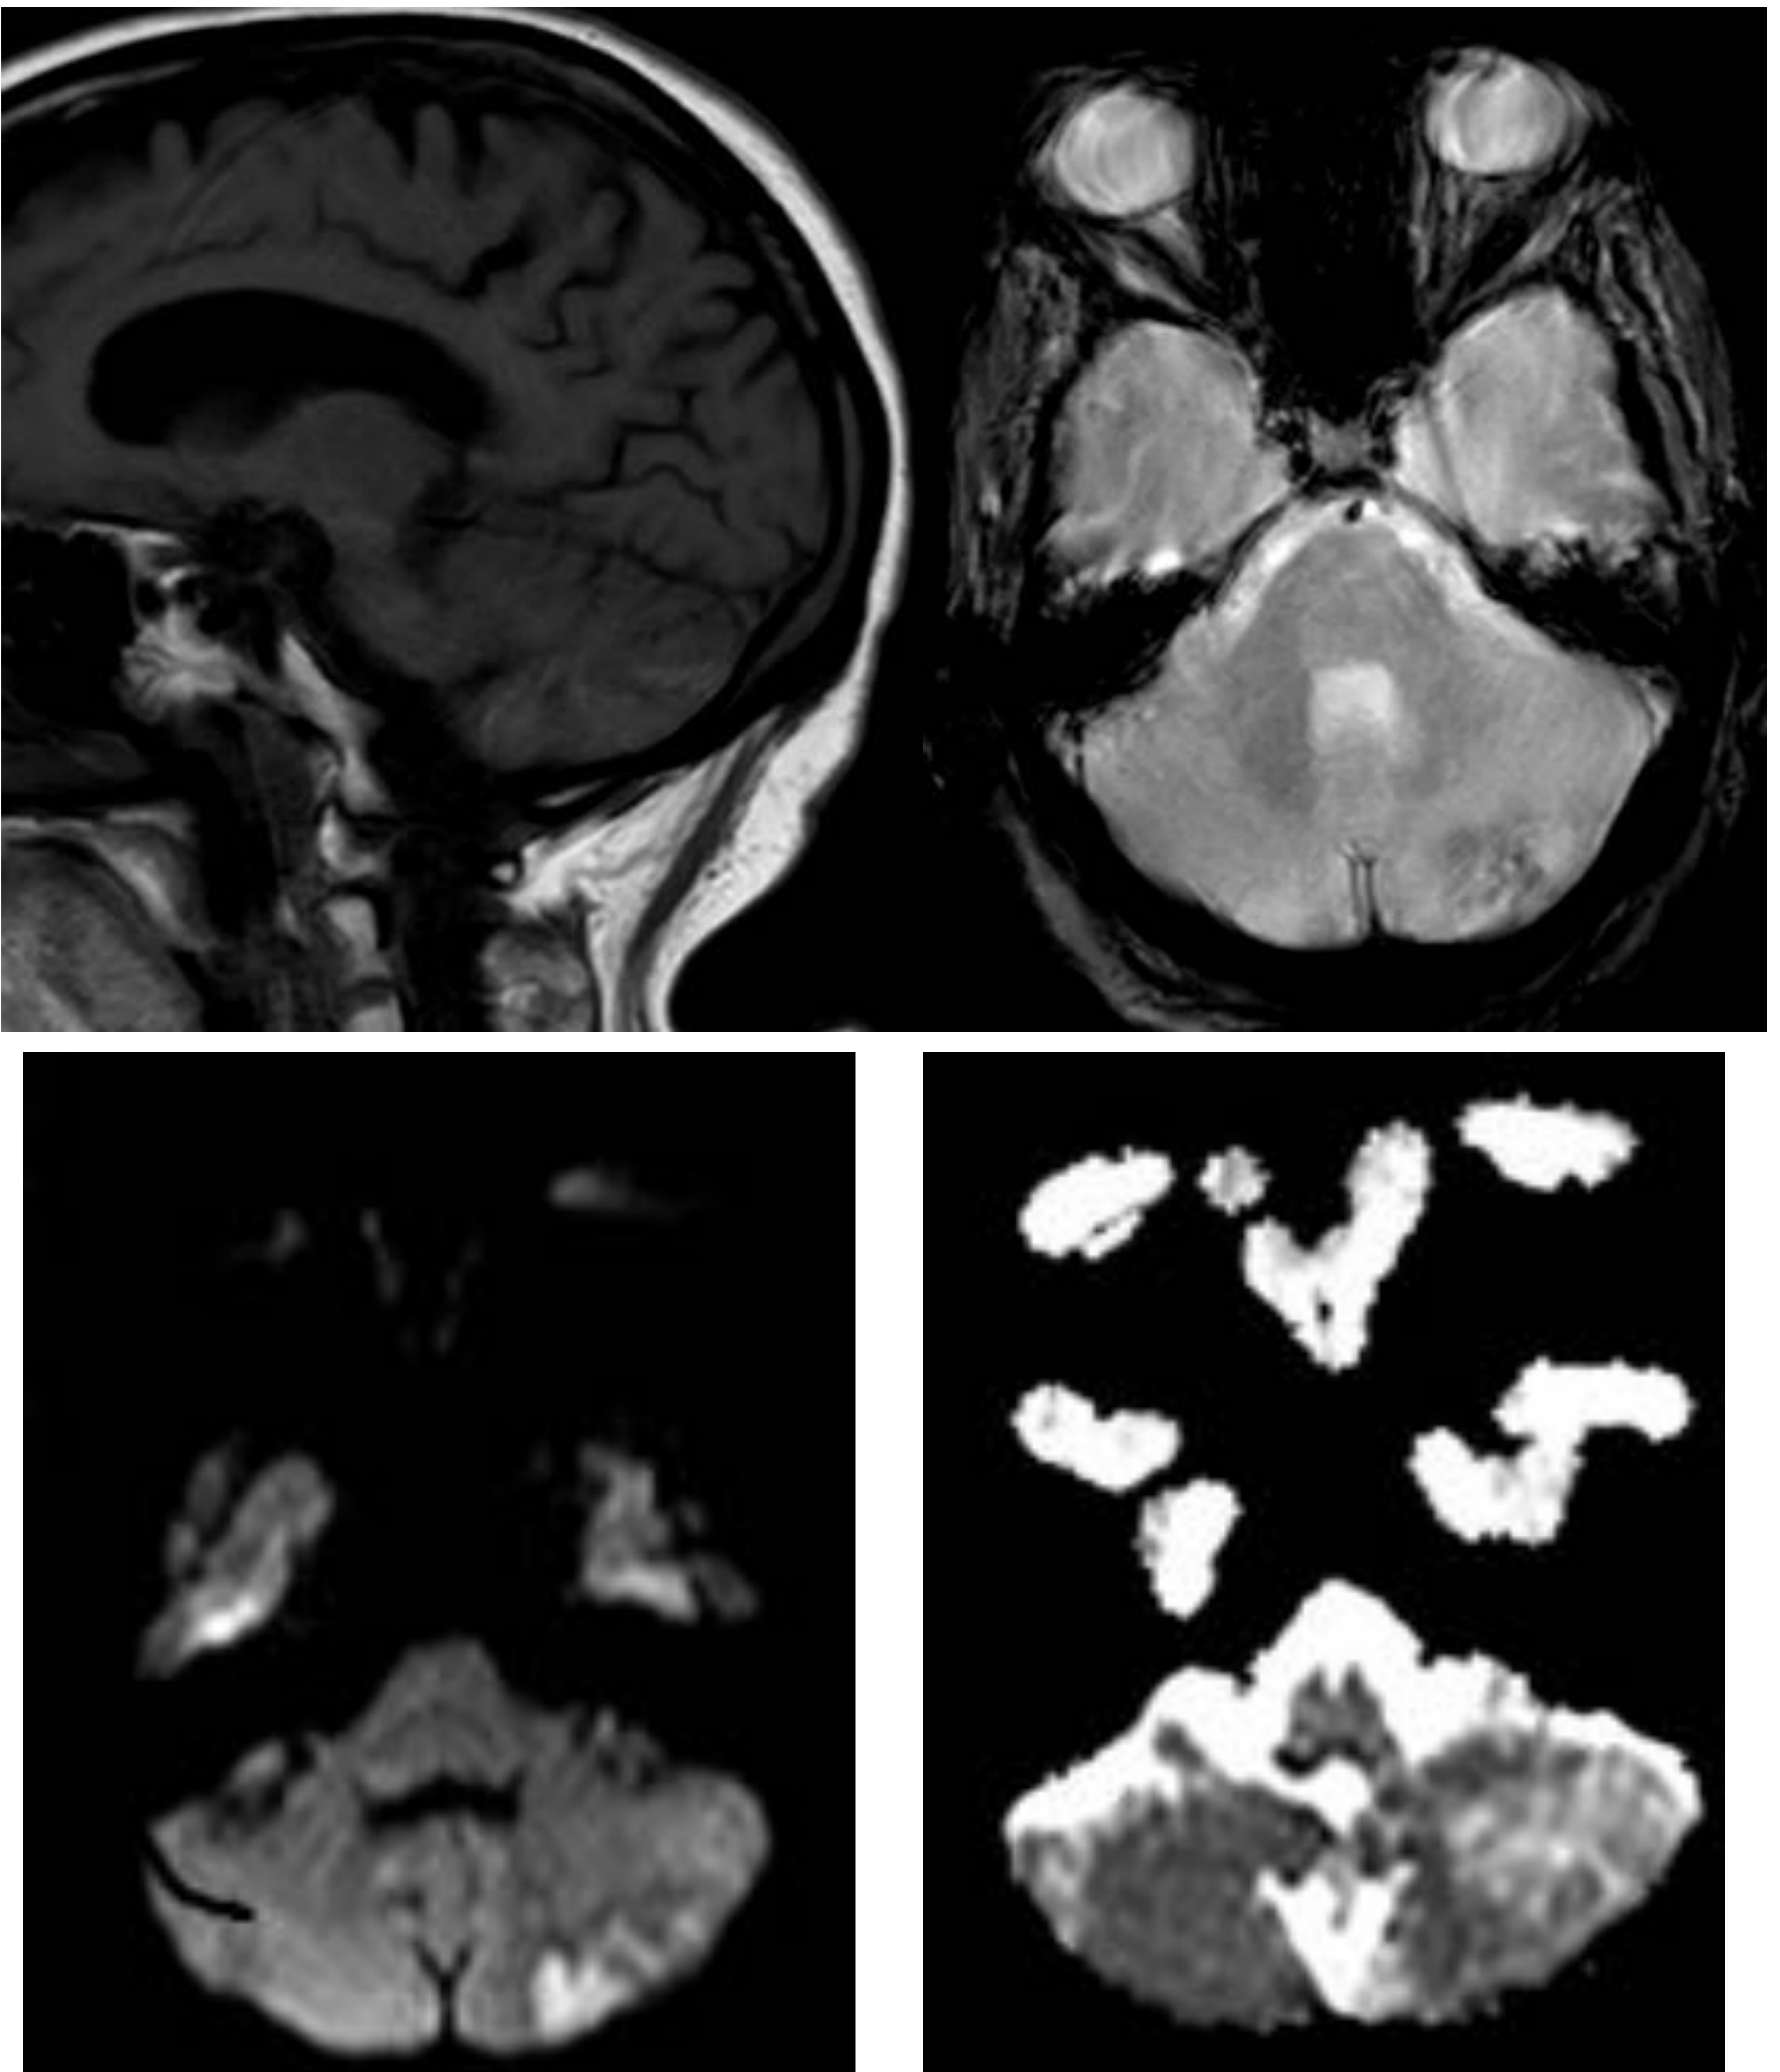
Se realizó RM del caso anterior donde se evidenció una lesión con sangrado en T1, restos de hemosiderina en el T2* y restricción de la difusión. Se tratada de una lesión isquémica subaguda con transformación hemorrágica.
